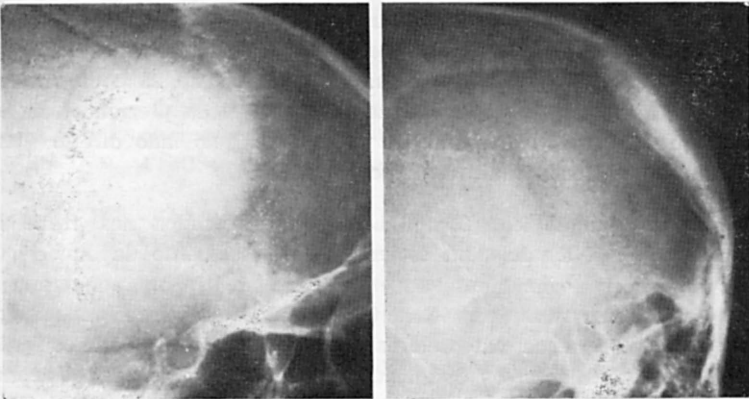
Caso 2. Radiografias simples nas incidências de perfil e oblíqua mostrando hiperostose de densidade homogênea.
